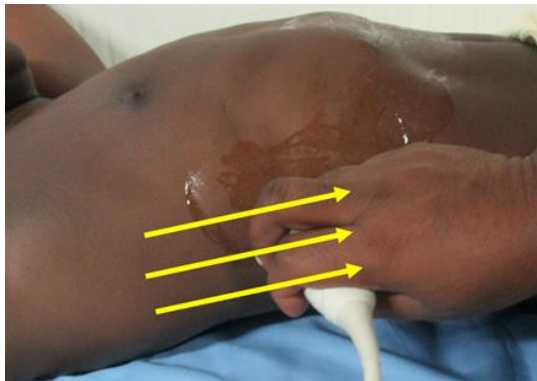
Technique de FAST échographie. Fenêtre acoustique et position de la sonde pour rechercher un hémopéritoine dans l'espace de Morrison.
